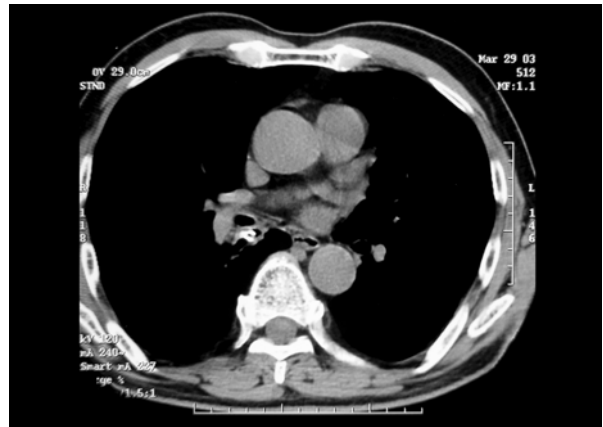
Precontrast computed tomography with thin collimation (3 mm) shows an endobronchial lesion with calcification in the right lower lobe bronchus.
